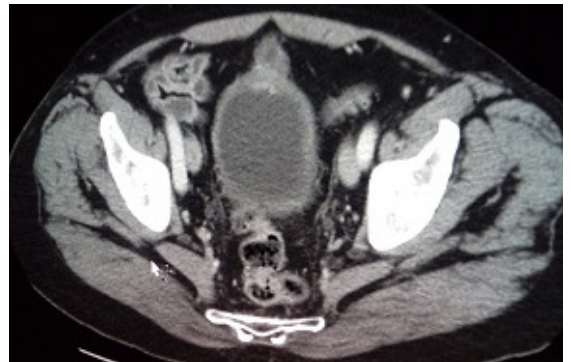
Engrosamiento de la pared de la vejiga con divertículo asociado en TC
